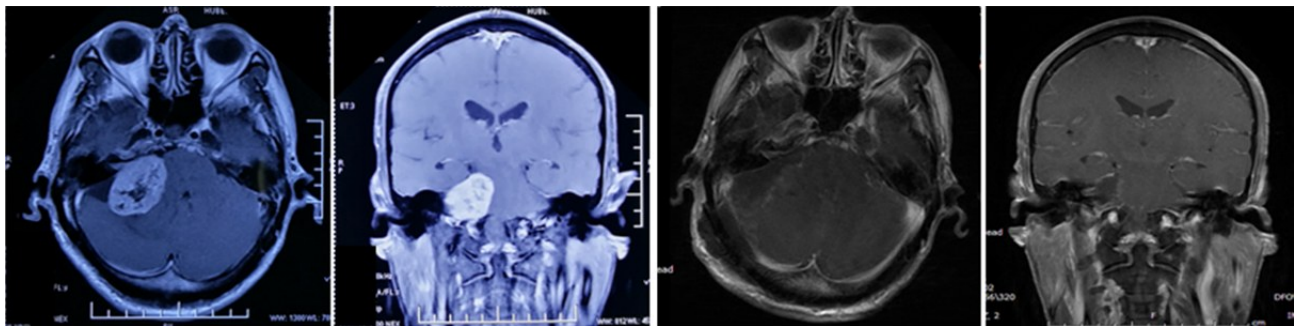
大型听神经瘤枕下乙状窦后入路锁孔手术前后MRI增强影像
